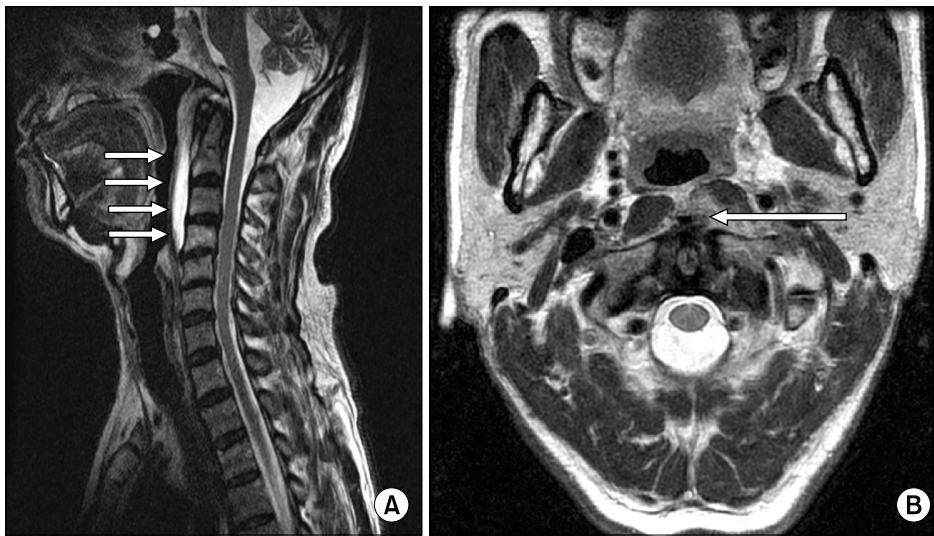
(A) MRI T2 sagittal image shows prominent swelling (arrow) of left side longus colli muscle insertion near the anterior arch of atlas with possible calcific tendinitis involving the longus colli muscles. (B) MRI T2 axial image shows low signal intensity (arrow) in the anterolateral space of the vertebra.
